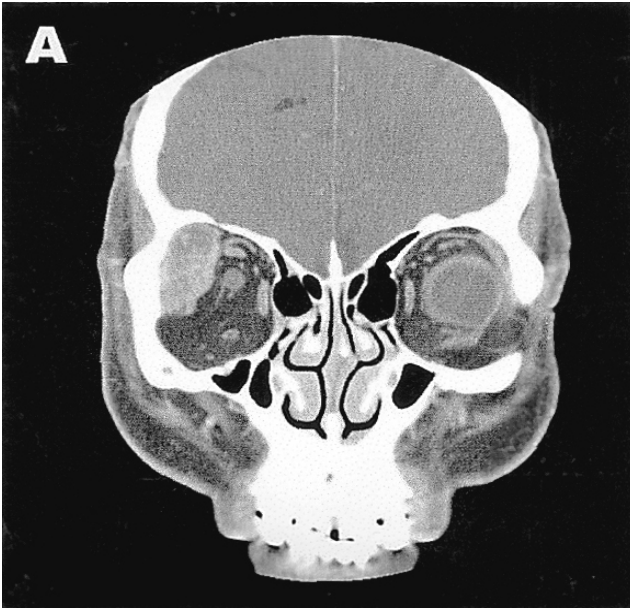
A and B: Initial coronal (A) and axial (B) orbital CT scans show low density mass at the superotemporal orbit of the extraconal space. C and D: Post-gadolinium- enhanced T1-weighted coronal (C) and axial (D) MR images show well enhancement of mass and focal hemorrhage is noted at the upper portion of the mass. The right eyeball is compressed and the brain shows no remarkable finding.
